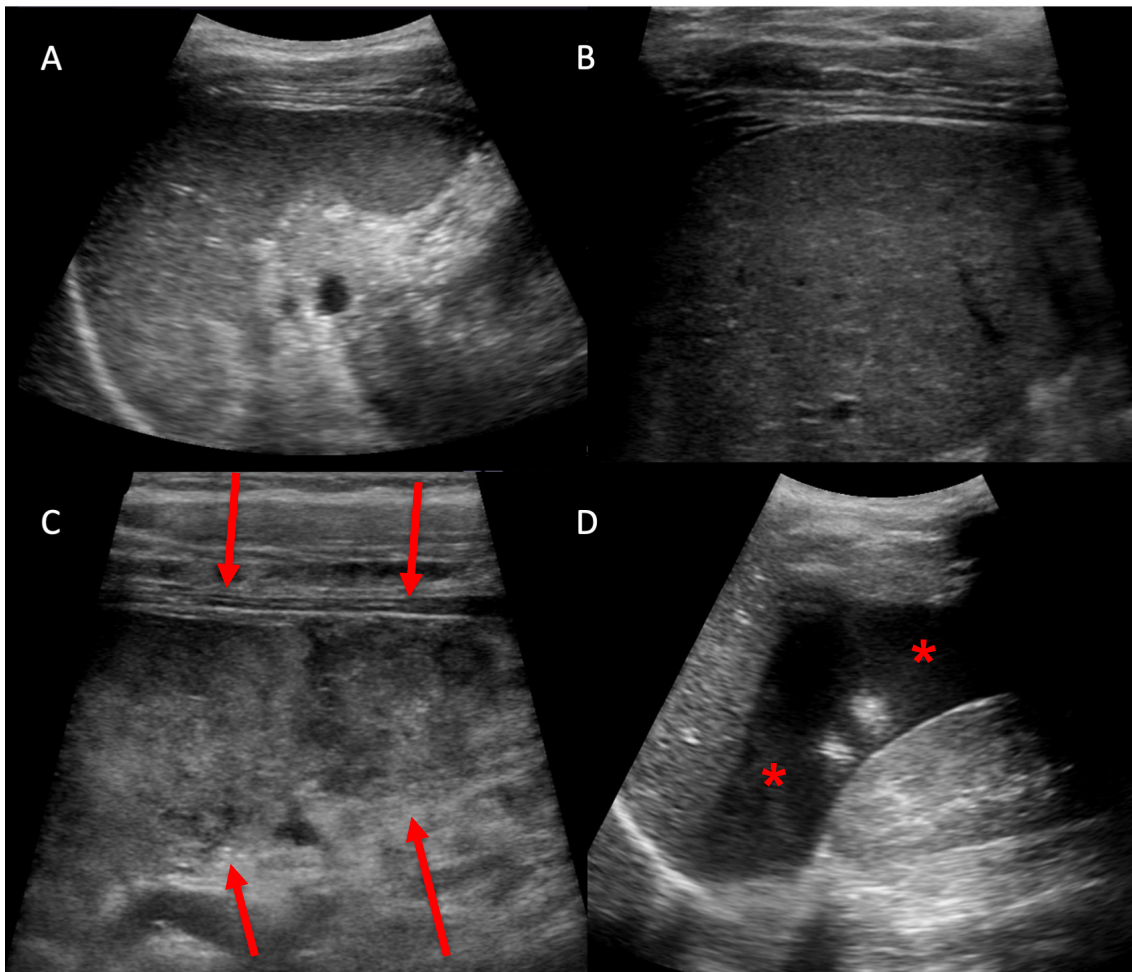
B-Bild-Sonographie eines Patienten mit Milzlazeration nach stumpfem Bauchtrauma bei guten Untersuchungsbedingungen (Ultraschallgerät: Acuson S2000, Siemens Healthcare, Erlangen). Untersuchung der Milz zunächst mit Konvexschallkopf bei 4,5 MHz (A) ohne sicher erkennbare Parenchymverletzung. Mithilfe eines Linearschallkopfes bei 9 MHz mit höherer Ortsauflösung dargestelltes Parenchym mit unauffälliger Abbildung im kraniokaudal mittleren Anteil der Milz (B). Am Unterpole der Milz bei 9 MHz erkennbare Lazeration mit deutlich echoinhogenem Parenchym (Pfeile) (C). Zudem Nachweis freier intraabdomineller Flüssigkeit im Morison-Pouch bei Darstellung mit Konvexschallkopf bei 4,5 MHz (Asterisk) (D).
